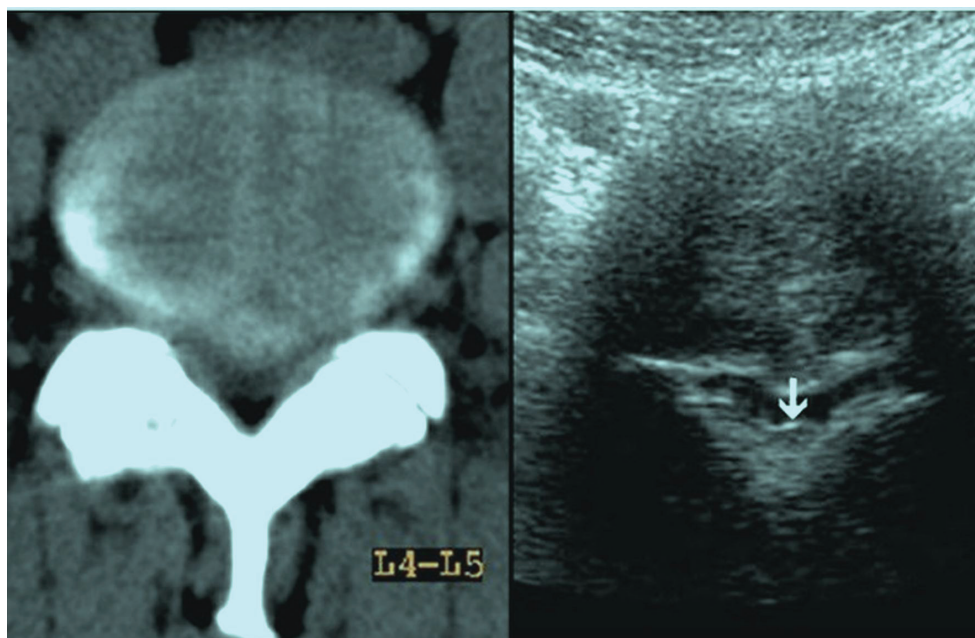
Аксиальний розріз. КТ та ультразвукове зображення великої серединної грижі з помірно вираженим стенозом поперекового відділу спинномозкового каналу на рівні L4-L5. На ультразвуковій роботі візуалізується гіпертрофована жовта зв'язка (стрілка)
